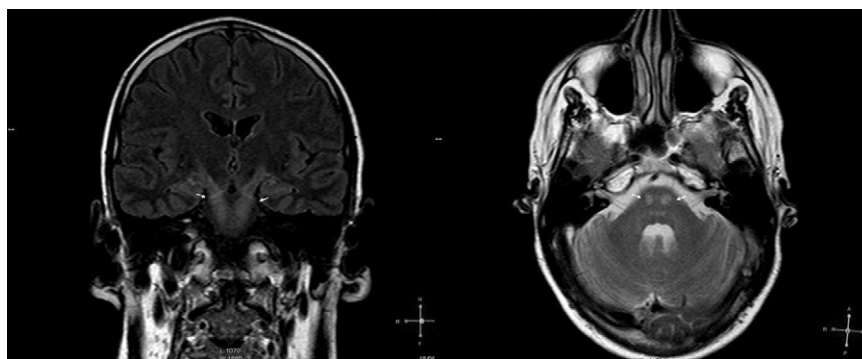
Alteración de señal hiperintensa en secuencias T2 y FLAIR que afecta a la vía piramidal desde el nivel de la porción caudal de ambas cápsulas blancas posteriores internas hasta el pie bulbar con carácter bilateral, mostrando leve restricción en secuencias ponderadas en difusión, compatibles con lesión desmielinizante.
